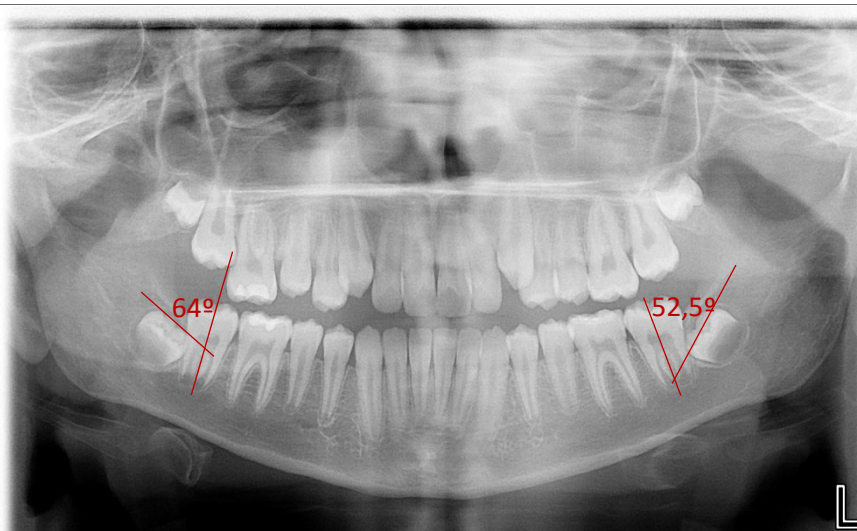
Radiografia panorâmica 2 anos depois, aos 11 anos. Fonte: ICS-Visu
